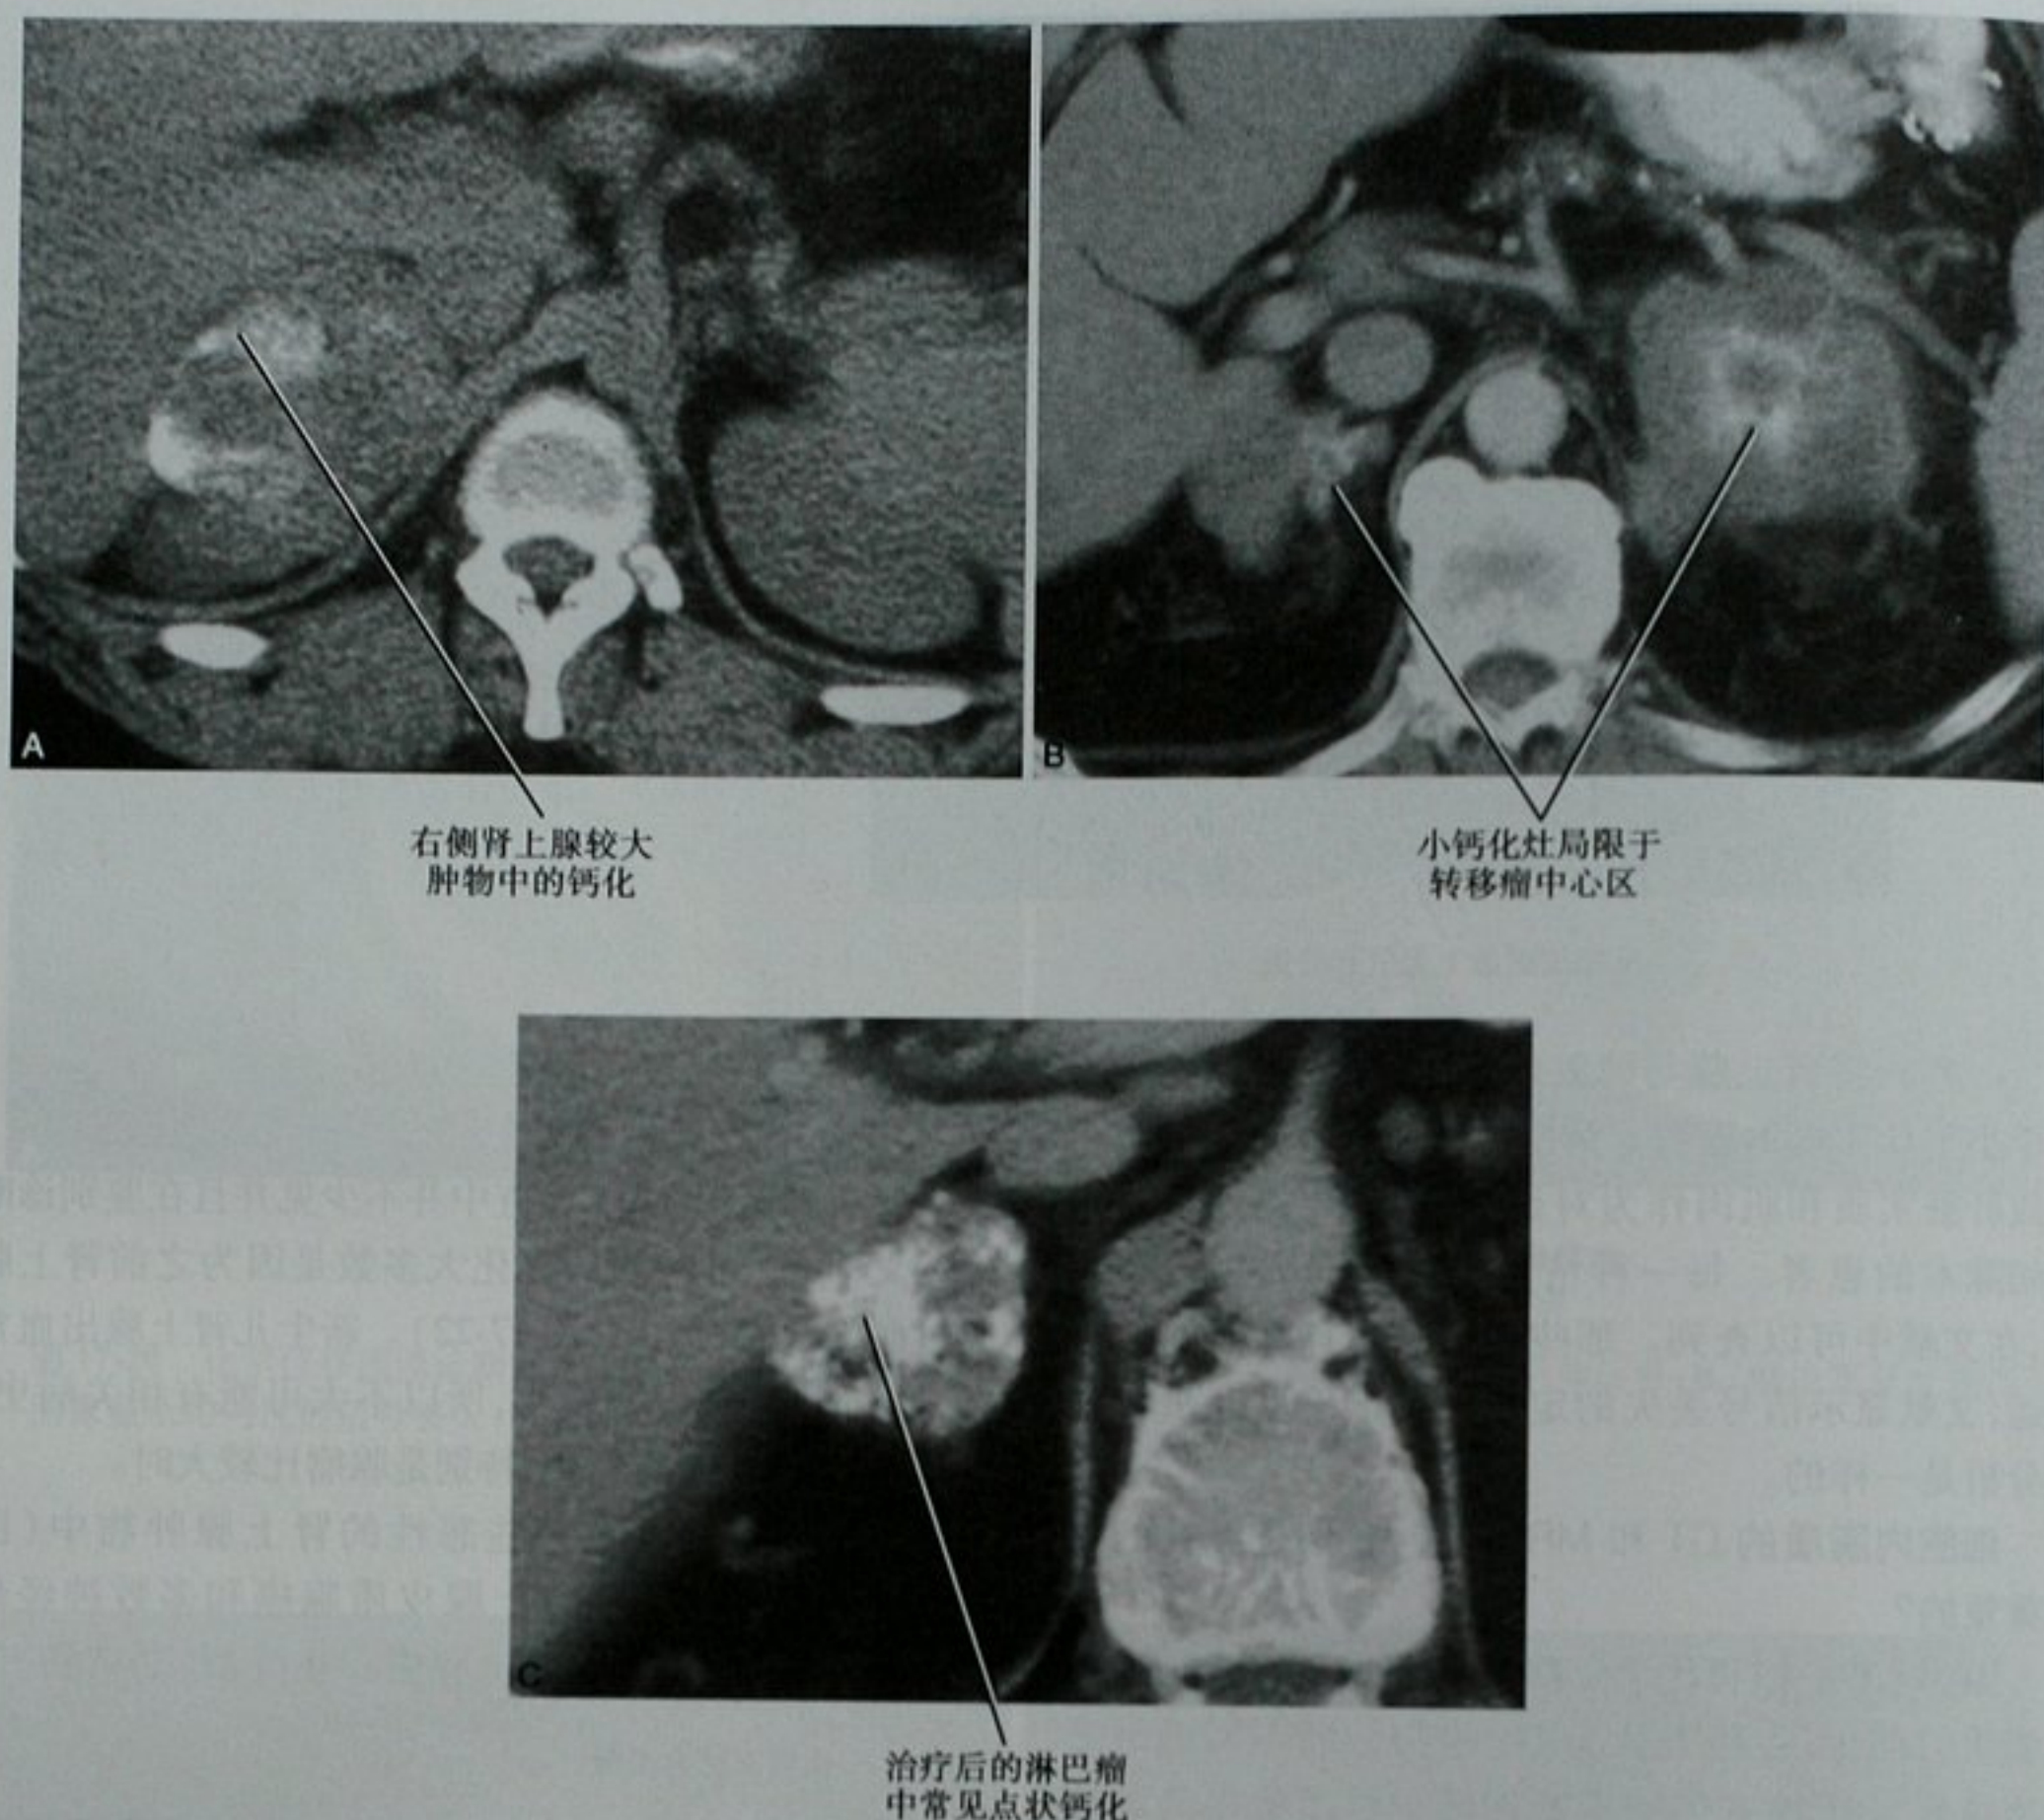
肾上腺恶性病灶中的钙化。A. 平扫 CT 轴位图像显示已被证实的神经母细胞瘤中的钙化；B. 增强 CT 轴位图像显示结肠癌两侧肾上腺转移灶中的钙化；C. 增强 CT 轴位图像显示治疗后淋巴瘤中的点状钙化
